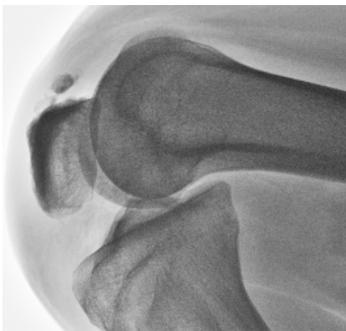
Radiografía lateral de rodilla en flexión con calcificación fragmentada en tendón de inserción cuadricepsital.
